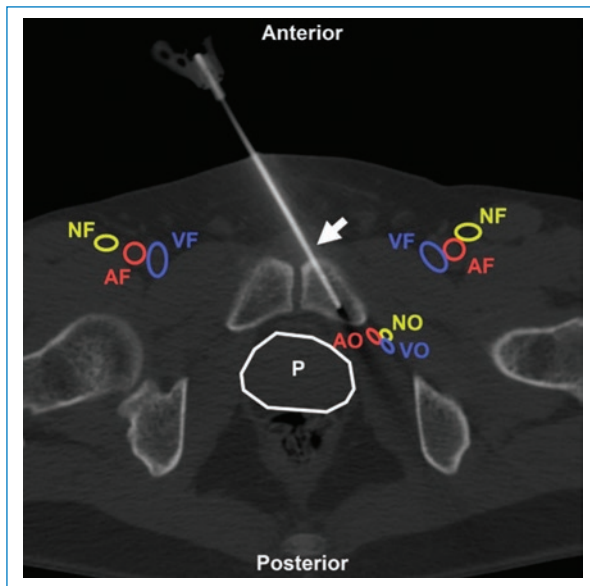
Varón de 48 años con antecedentes de cáncer de pulmón con foco hipercaptante en la tomografía por emisión de positrones en la rama isquiopubiana izquierda. BP con abordaje directo anterior (flecha) bajo TC. Estructuras a evitar: AF: arteria femoral; VF: vena femoral; NF: nervio femoral; NO: nervio obturador; AO: arteria obturatriz; VO: vena obturatriz; P: próstata. Aguja utilizada: Jamshidi 11 G. Diagnóstico final: infiltración secundaria de adenocarcinoma mucosecretor.
